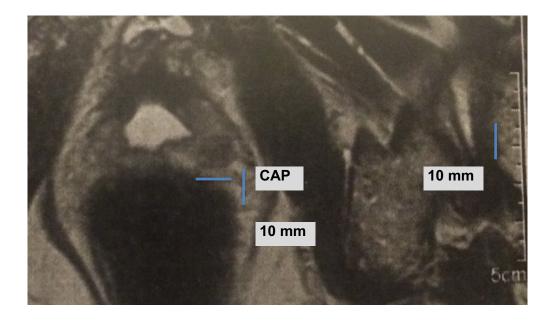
Tomando la escala de la misma resonancia se observa que el tumor excede los 10 mm de diámetro convirtiéndolo en un Tumor clínicamente significativo (mas de 5m) y deforma la cápsula (tumor T3)
